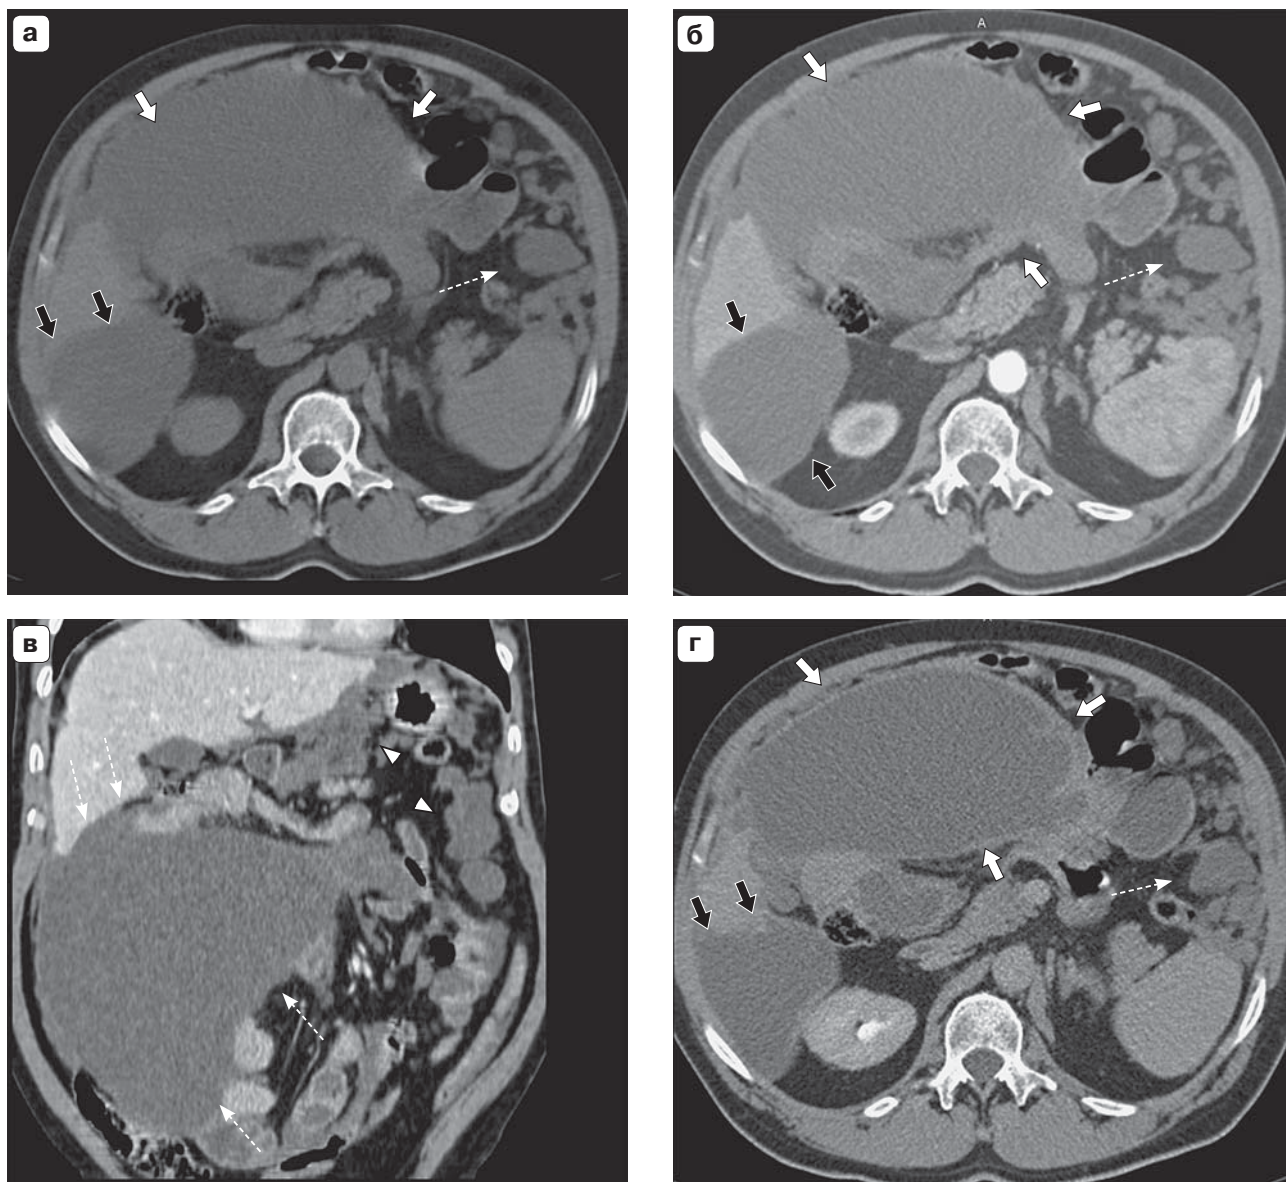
МСКТ-изображения при динамическом исследовании с внутривенным контрастированием (2008 г.). Крупная киста в правой половине брюшной полости, деформирующая петли кишечника (белые стрелки). Киста в проекции VI сегмента печени (черные стрелки). Киста между нижним полюсом селезенки и ободочной кишкой (пунктирная стрелка). Конгломераты кист в верхнем этаже брюшной полости (рис. в, наконечники стрелок). а – аксиальный срез, нативная фаза исследования; б – аксиальный срез, артериальная фаза исследования; в – фронтальный срез, венозная фаза исследования; г – аксиальный срез, отсроченная фаза исследования.
